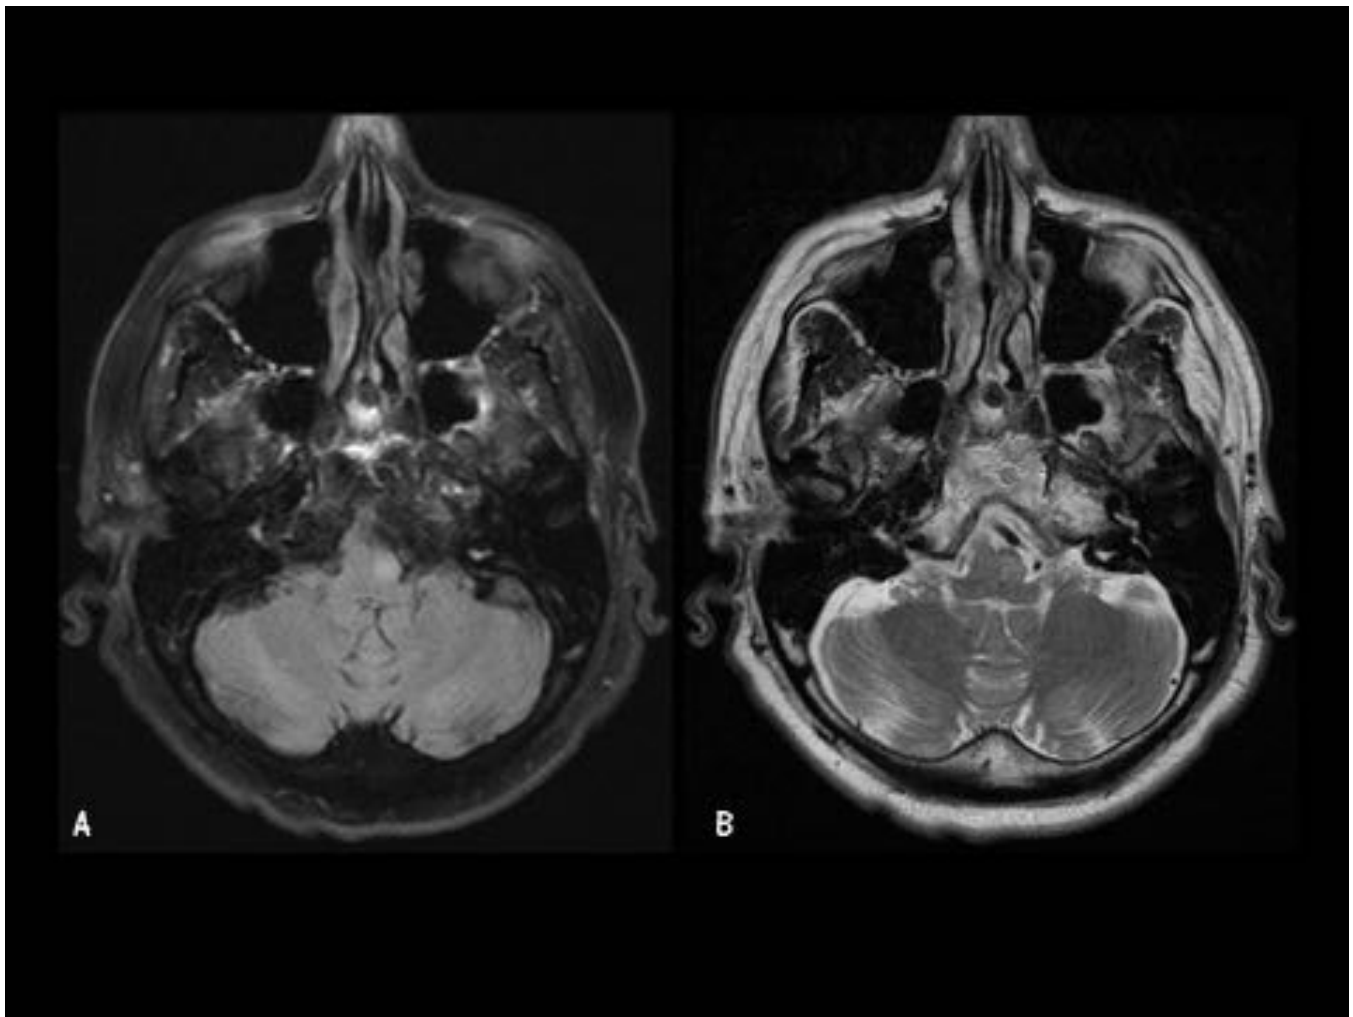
Caso 1. Etiología Vascular. Mismo paciente que figuras previas (Ver figuras 4-7). Imágenes axiales. RM 05/08/2012. A. FLAIR. B. T2 FS. Corte más caudal que el de la figura inmediatamente anterior (Figura 7), donde se observa una hiperseñal llamativa del núcleo olivar inferior en ambas secuencias.
